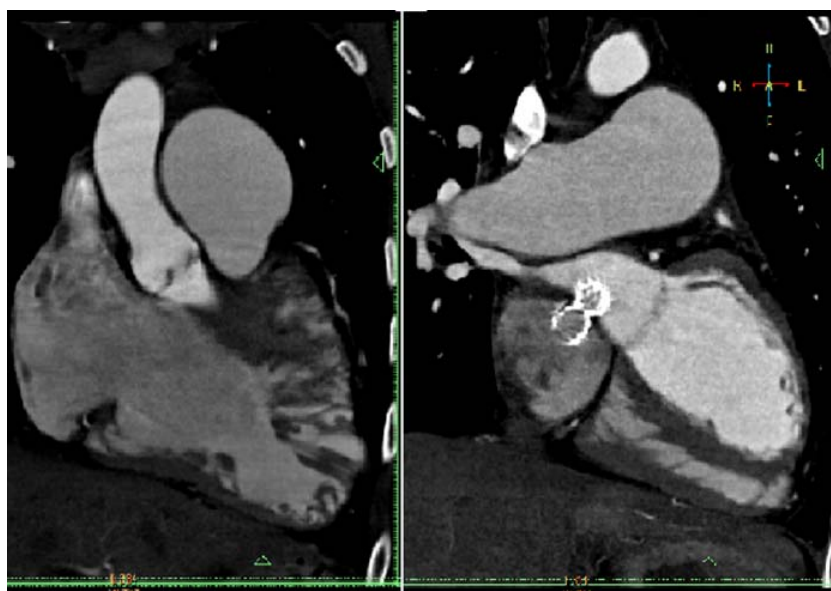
Мультиспиральная компьютерная томография 14.12.2017. На томограмме справа визуализируется стент в межпредсердной перегородке
